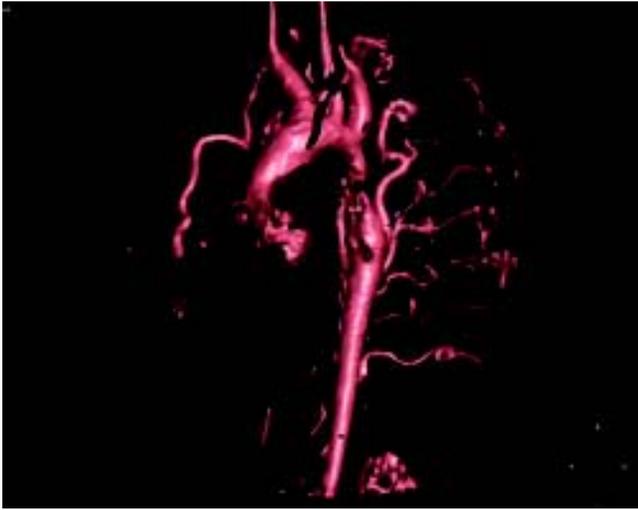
Coartación de la aorta (angiorresonancia).
